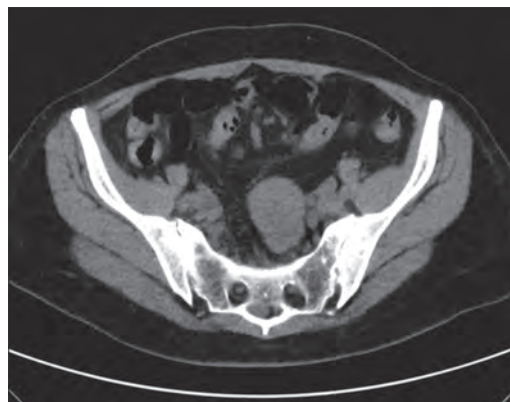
Tomografía axial computada (TAC) con dilatación de asas de intestino delgado, con niveles, sugestivo de obstrucción intestinal.
